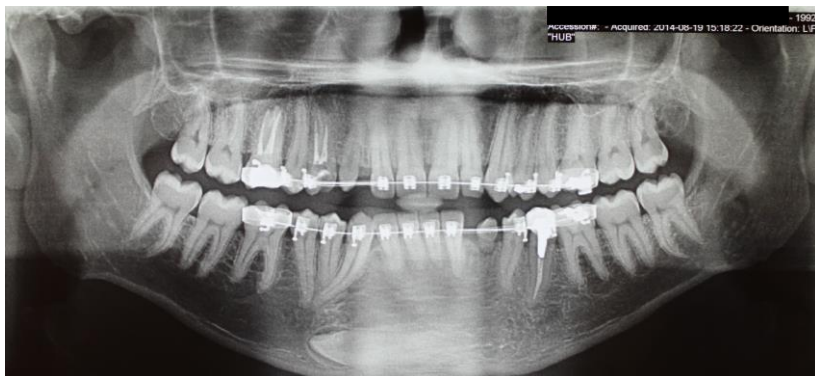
Radiografia panorâmica após aumento da distância méso-distal do alvéolo receptor.
